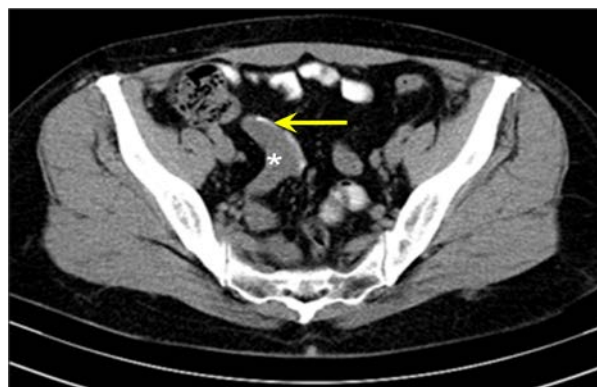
TC denotă apendicele vermicular dilatată (asterisc) cu conținut neomogen în lumen (0-50HU) și calcificări murale (săgeată)
